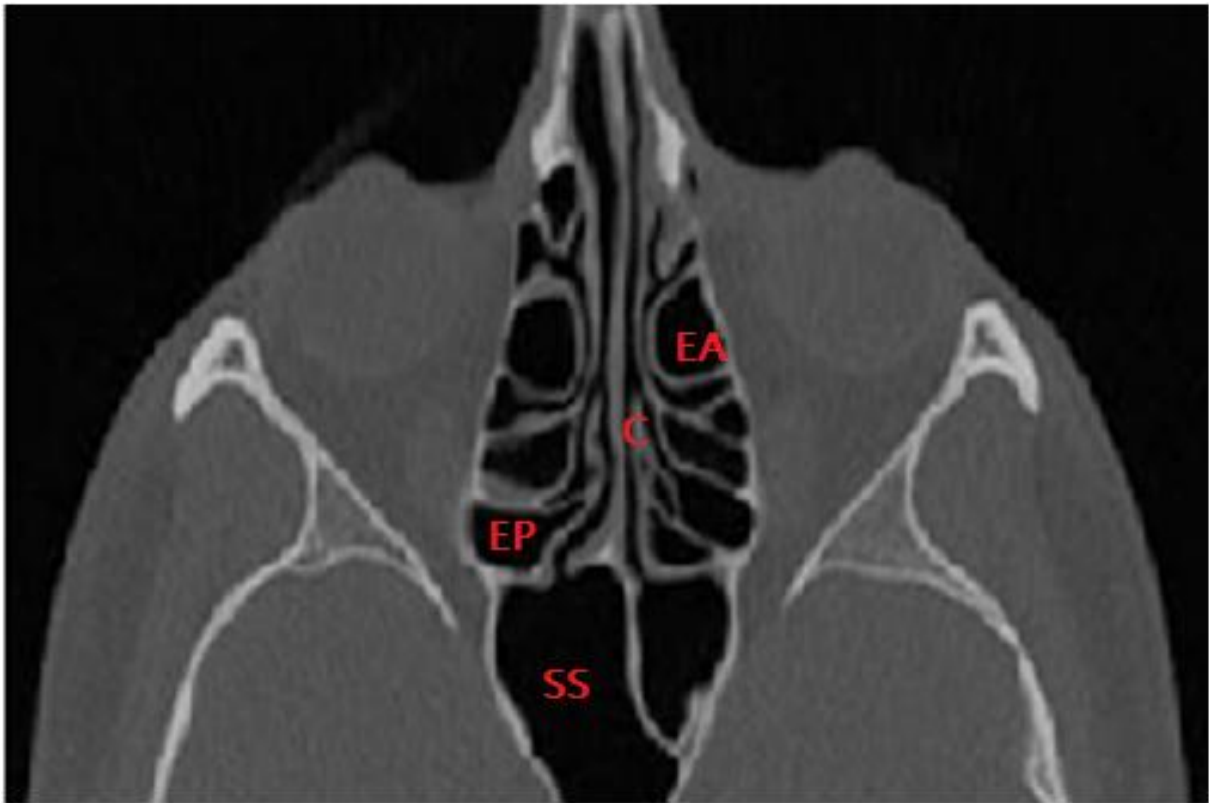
TDM des sinus C- coupe axiale montrant les rapports antérieurs du sinus sphénoïdal. SS : sinus sphénoïdal, EP : cellules ethmoïdales postérieurs, EA : cellules ethmoïdales antérieurs, C : cloison nasale.
